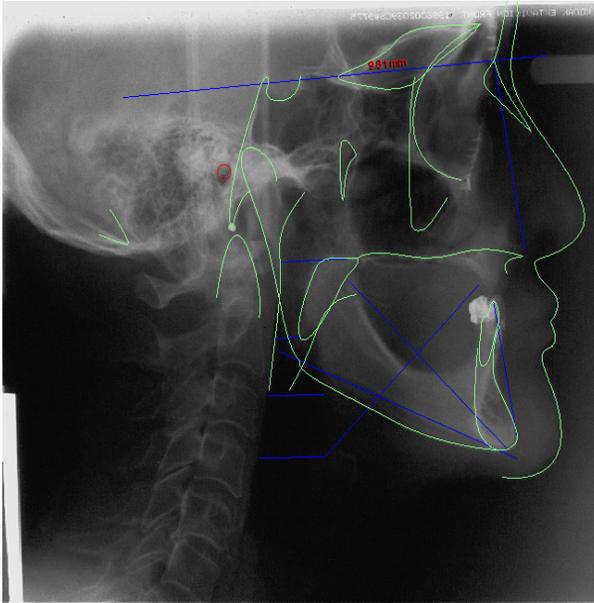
Trazado de áreas faciales. Radiografía 1 Se observa el perfil facial del paciente con una ligera protrusión y el diámetro úvula-pared posterior faríngea, se observa disminuido
